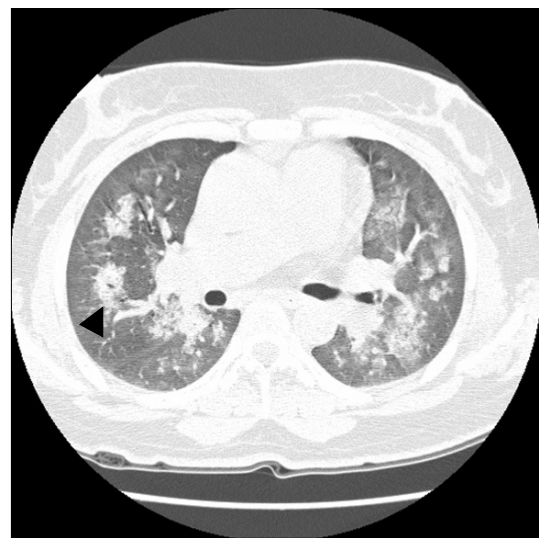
HRCT shows multifocal patchy consolidation (arrow head) with surrounding ground glass opacities in the central distribution of the both upper lobes and lower lobes.
